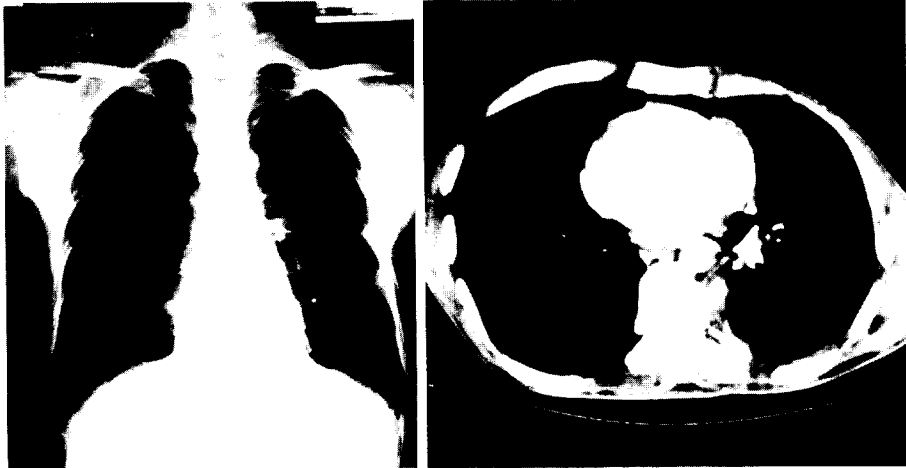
수술후 흉부 전후 X-선 및 B. 흉부컴퓨터단층촬영 소견
